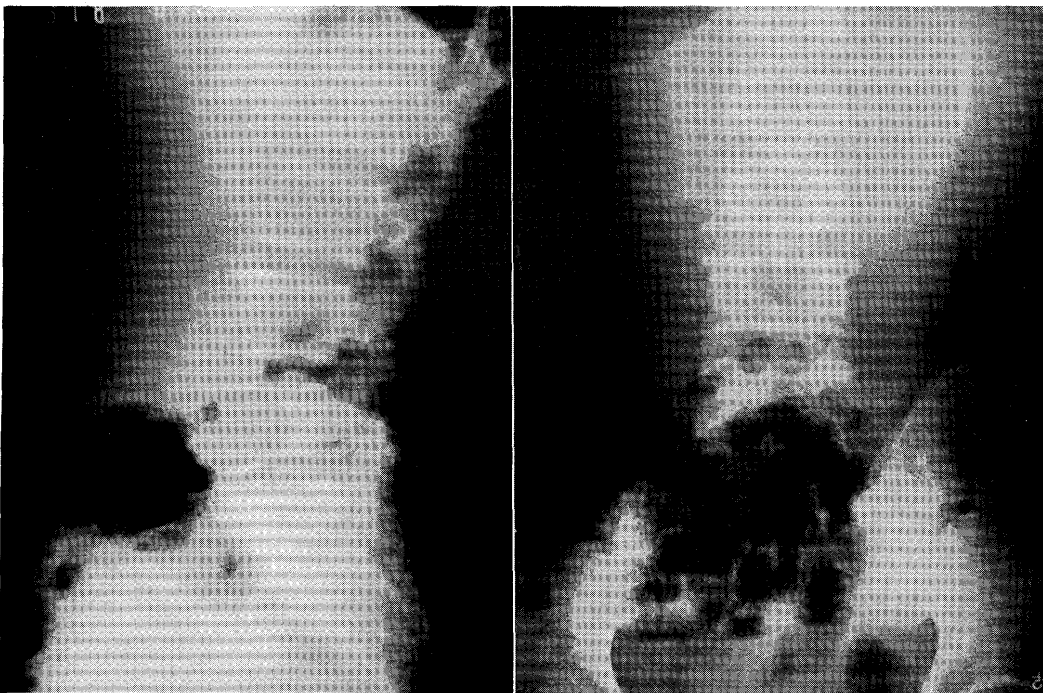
Roentgenography of the lumbar vertebra reveals no abnormality suggesting bone metastasis.
